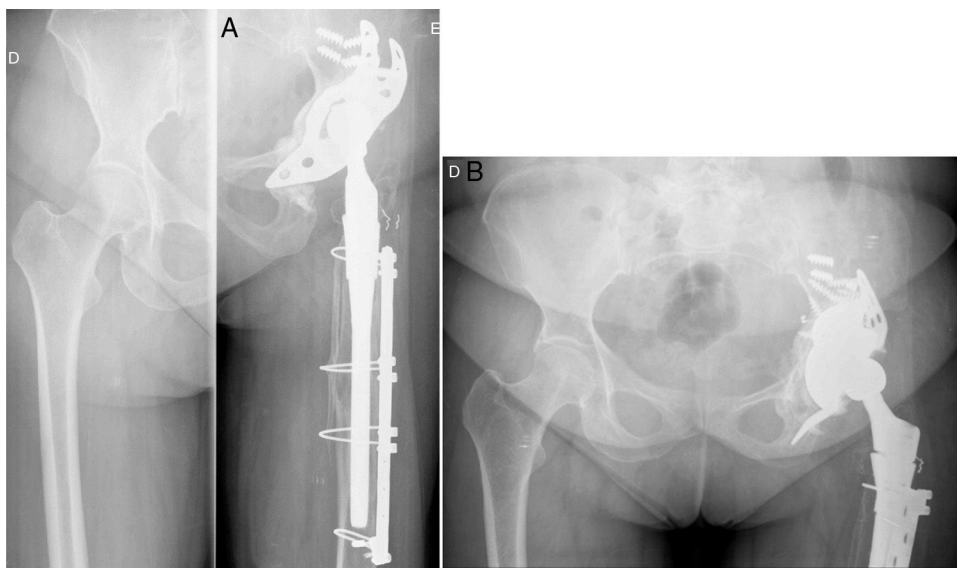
A) Paciente intervenida en otro centro con revisión protésica. Se observa aflojamiento del anillo con rotura de los tornillos y movilización del implante. B) Radiografía anteroposterior tras la reintervención con anillo Cup-Cage, suplemento de tantalio e injerto óseo.
